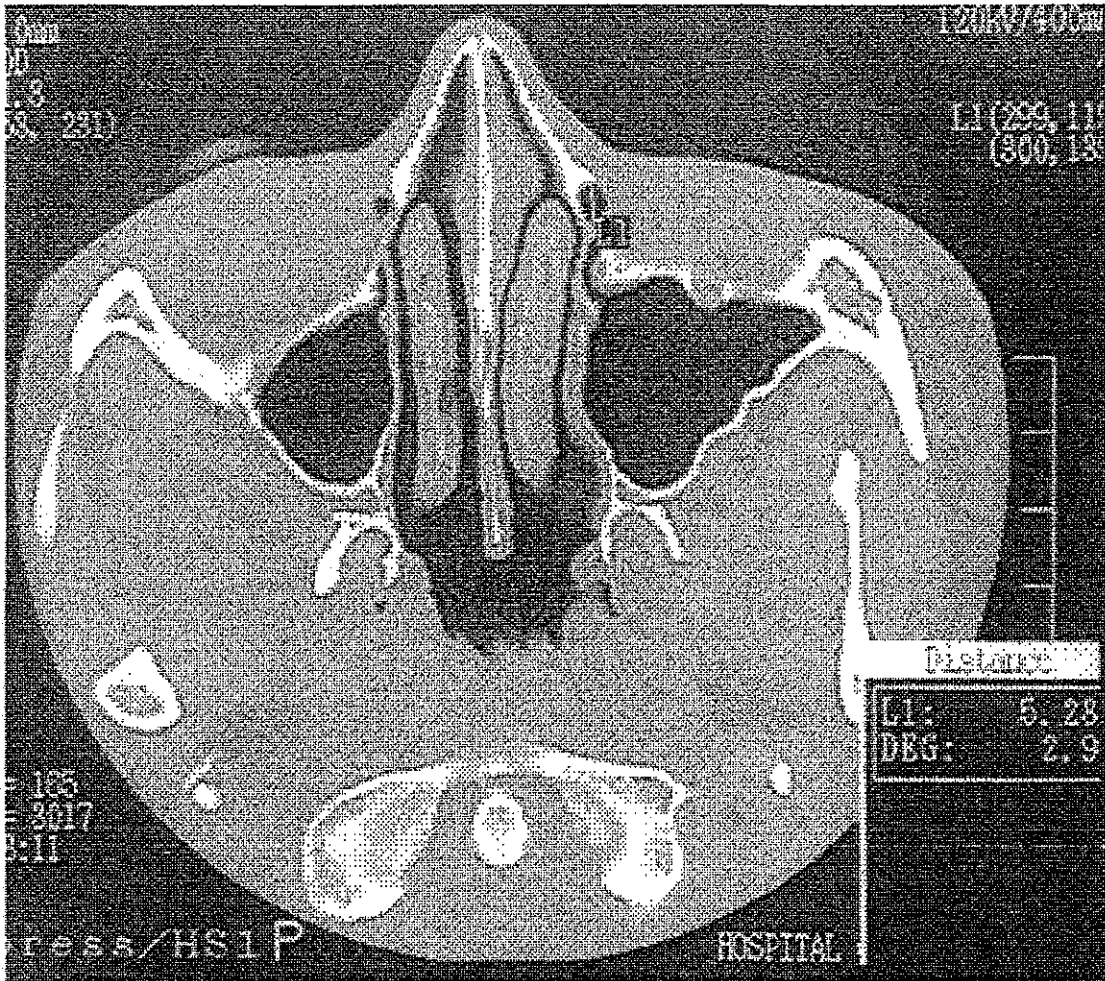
TC AXIAL. DIAMETRO ANTEROPOSTERIOR DEL CLN.
